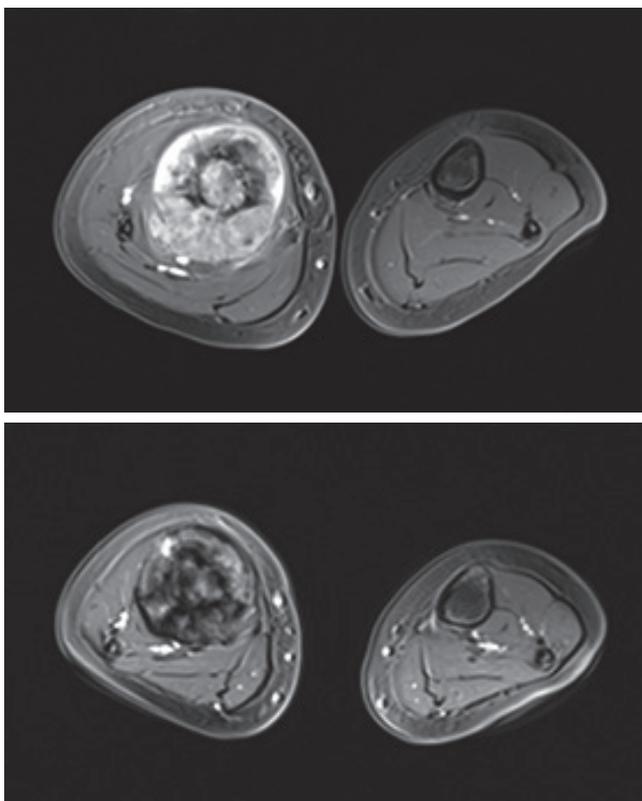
2. МРТ-исследование правой голени до и после проведенных 4 курсов неoadьювантной ПХТ. T₂ВИ с подавлением сигнала от жировой ткани, аксиальные проекции. Отмечается выраженное сокращение внекостного компонента и уменьшение поперечника пораженной большеберцовой кости
